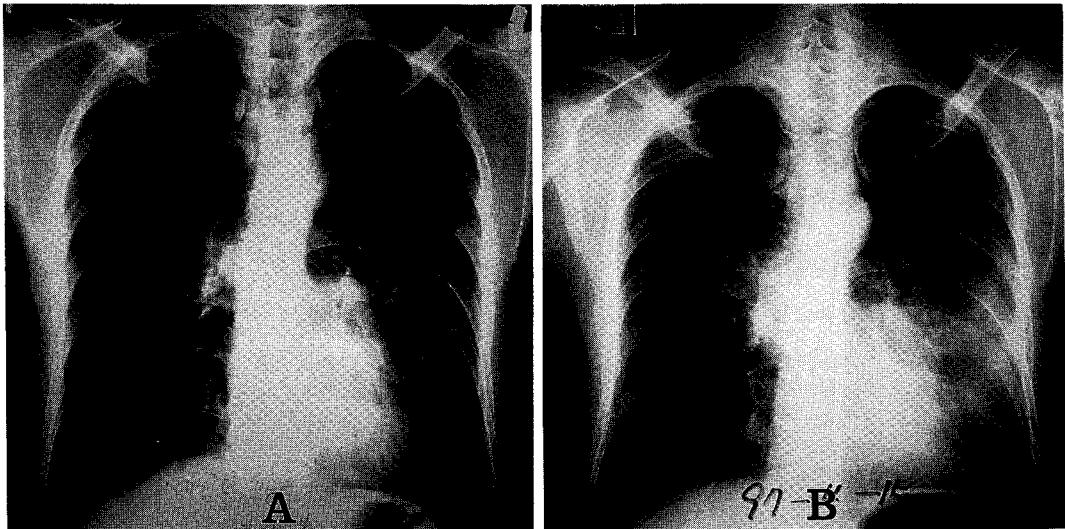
Chest X-ray : A. Consolidation with air bronchogram in the right upper lobe and the lingular division of the left upper lobe 2 years before admission at this hospital. B. Previous lesion more aggravated on admission.
